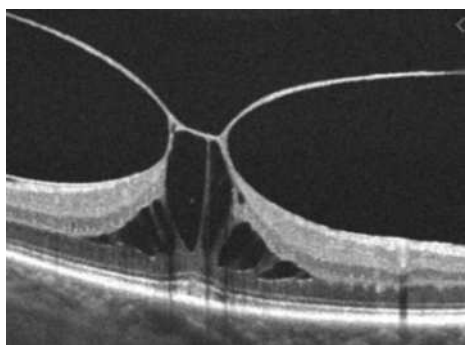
A. tomografía de coherencia óptica ojo derecho
